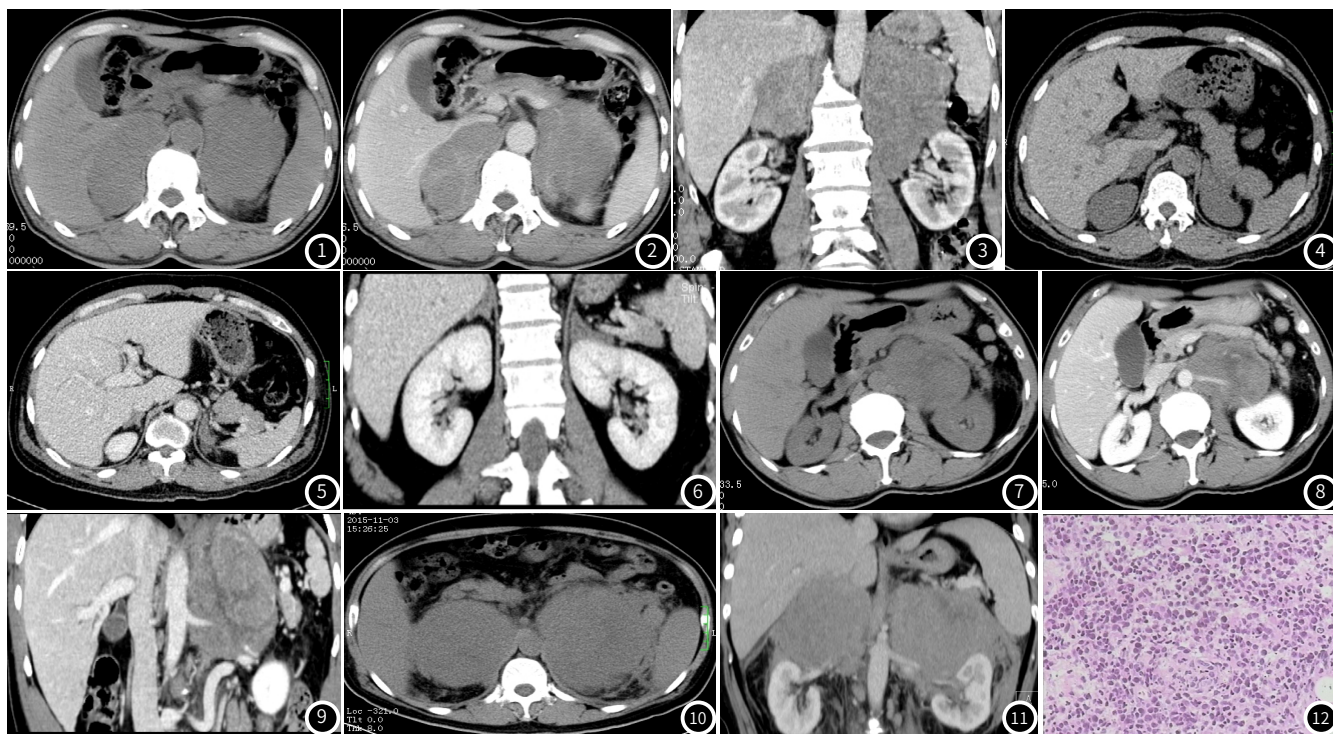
~图3 双侧PAL,平扫密度均匀,CT值约45HU,边界清晰,周围组织稍受压,冠面呈“三角形”,病灶内缘与脊柱平直,静脉期轻度不均匀强化,可见条索状强化。图4~图6 双侧PAL,双侧肾上腺增粗,轮廓存在,双侧大小约(上下径×左右径×前后径)左:4.5×3.0×2.7cm 右:3.6×3.2×1.6cm,边界清晰,平扫密度均匀,静脉期呈轻度均匀强化,误诊为肾上腺增生。图7~图9 左侧PAL,平扫密度欠均匀,静脉期呈中度强化,可见坏死区,误诊为皮质瘤,但病灶包绕左肾动脉,内缘与脊柱平直,且未见周围组织侵犯等恶性征象。图10~图12 双侧PAL,平扫双侧病灶密度欠均匀,可见坏死区,边界模糊,腹主动脉旁可见肿大淋巴结,误诊为转移瘤,但病灶体积偏大,包绕双侧肾血管且未见狭窄,静脉期呈轻度强化;图12为10×10HE:中等大小异型淋巴样细胞弥漫性浸润。
